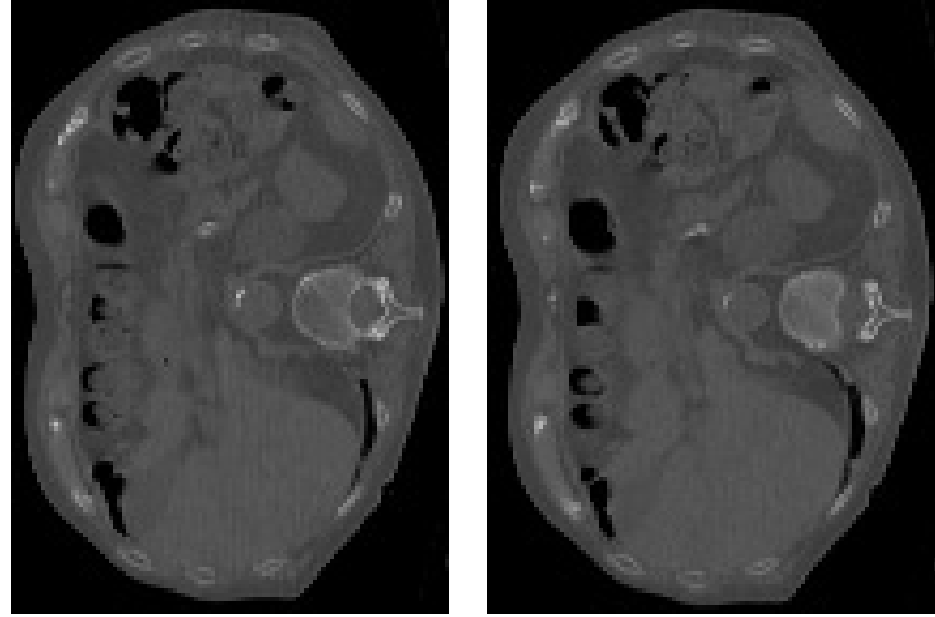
TC addome superiore eseguita in regime d'urgenza senza mezzo di contrasto: assenza di aria libera endoperitoneale e notevole distensione del colon che appare pieno di gas e materiale fecale.
